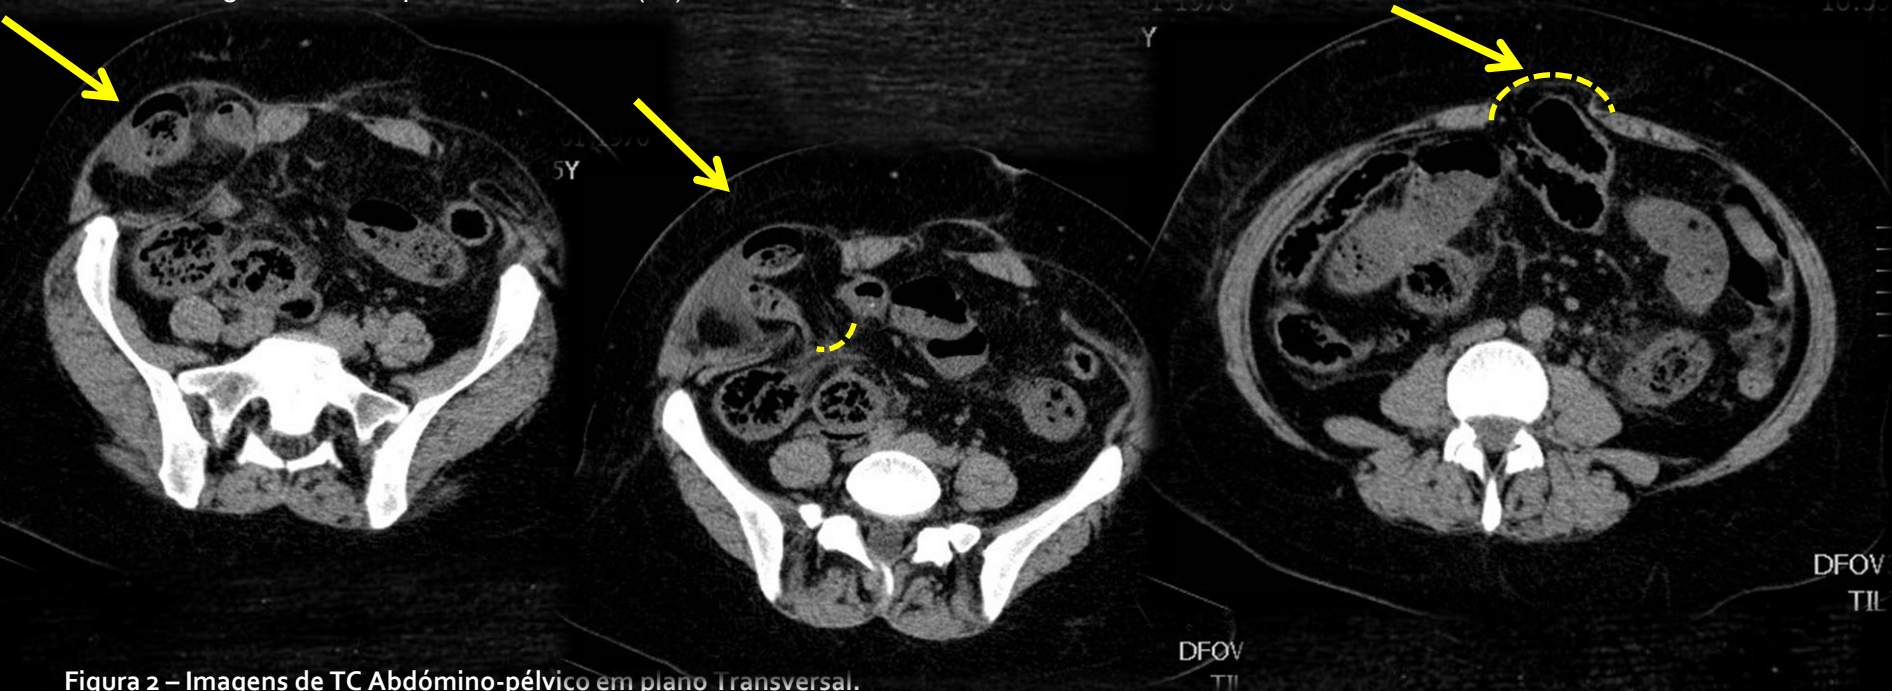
Imagens de TC Abdómino-pélvico em plano Transversal.
